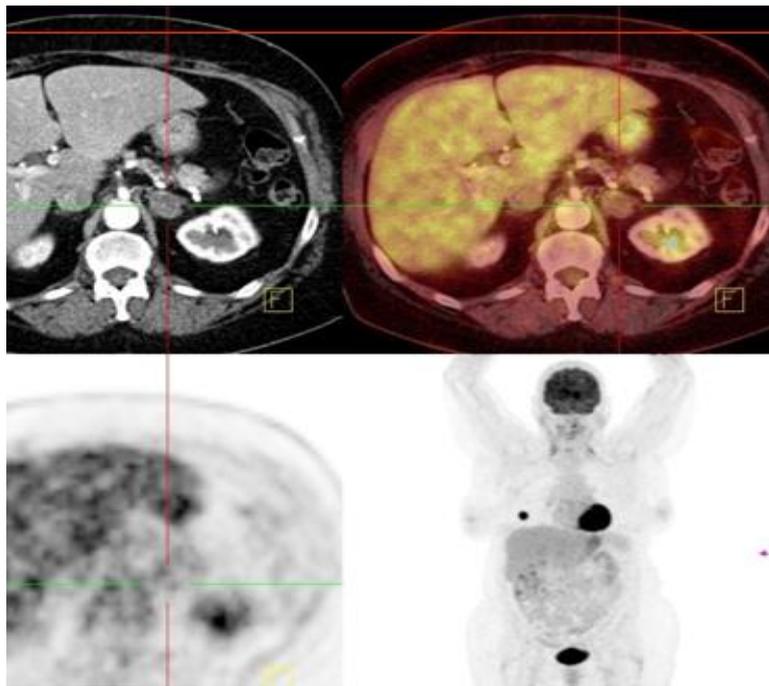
CT mit verplumpter Nebenniere links und damit dem V.a. M1b; PET/CT ohne jegliche FDG-Anreicherung der linken Nebenniere, damit kein Tumor- bzw. Metastasenverdacht
